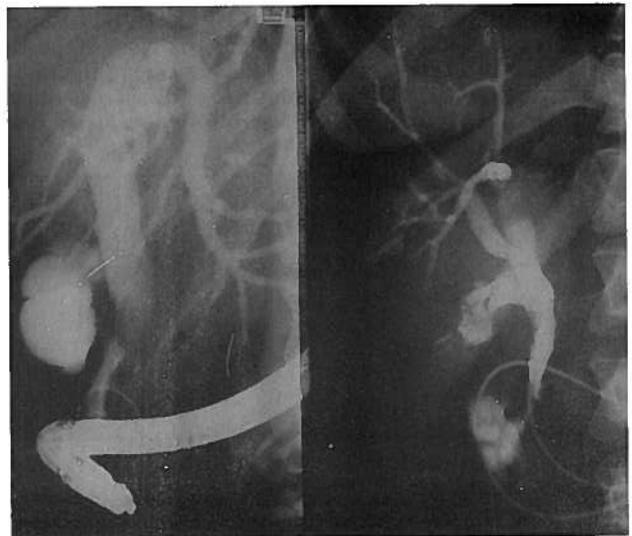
Doente de 77 anos, ♀, com colangite recorrente de longa evolução. Recusou sempre cirurgia, apesar de demonstração de coledocolitíase por colangiografia i.v., 4 anos antes. Remoção total pós-ETE de litíase múltipla da VBP e cístico, com vesícula excluída (litíásica, na ecografia). Sem complicações vesiculares aos 2 anos após a ETE.
